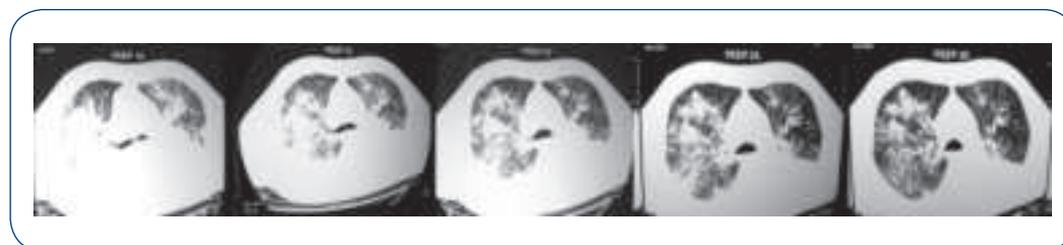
Imagens de recrutamento pulmonar realizado com a tomografia de tórax. Imagens com diferentes níveis de PEEP durante a realização do recrutamento.
